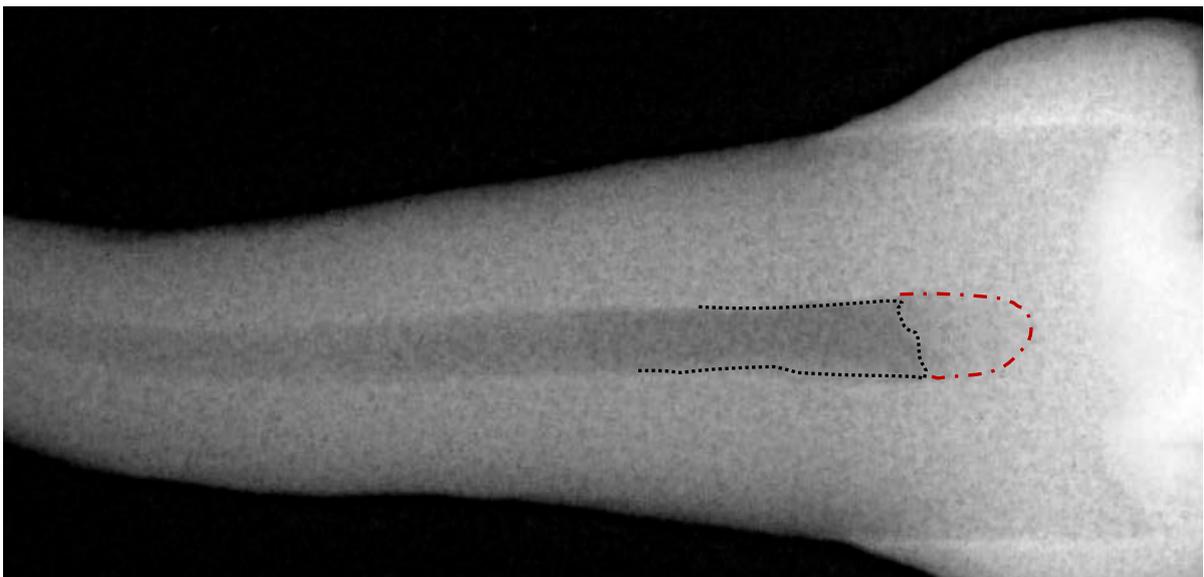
i due limiti visibili sulla radiografia
